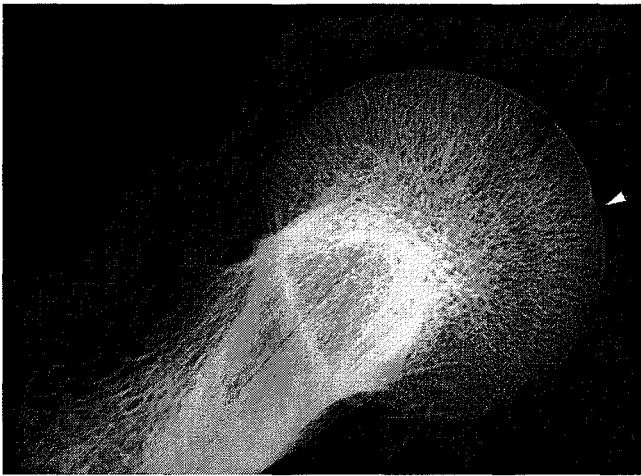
Röntgenaufnahme im lateralen Strahlengang des linken Caput femoris von KL 23. Der Pfeil deutet auf den leicht sklerotisierten Rand der Einbuchtung.
